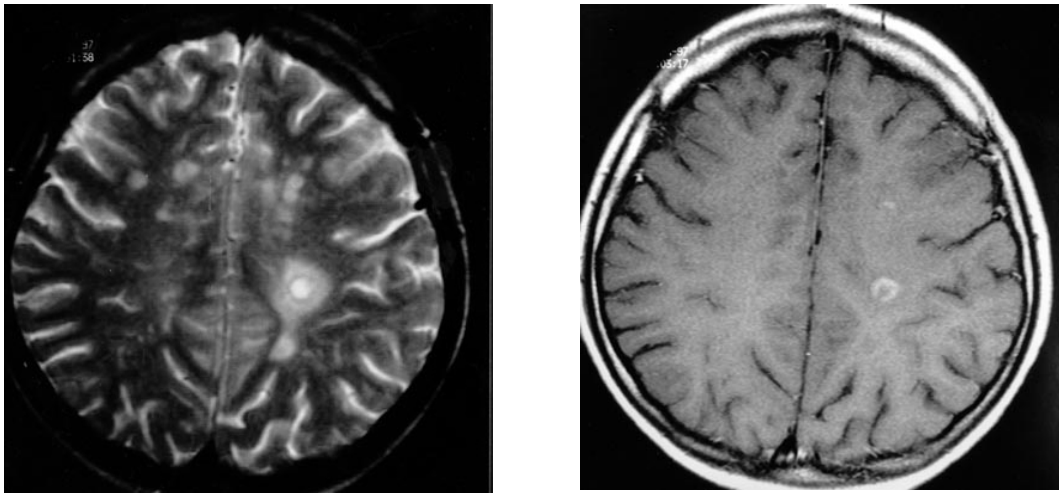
MRT-Aufnahmen eines 27-jährigen Patienten, der 5 Tage zuvor einen akuten Schub mit rechtsseitiger Hemiparese erlitten hatte. Die axialen T2-gewichteten Sequenzen (links) zeigen die typischen disseminierten hyperintensiven Herde in der weißen Substanz. In der T1-gewichteten Aufnahme (rechts) kommen in der linken Hemisphäre zwei gadoliniumanreichernde Herde zur Darstellung.
